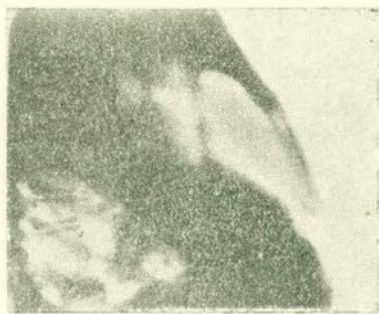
Правая боковая рентгенограмма. Уплотнение средней доли в результате сужения среднедолевого бронха.
